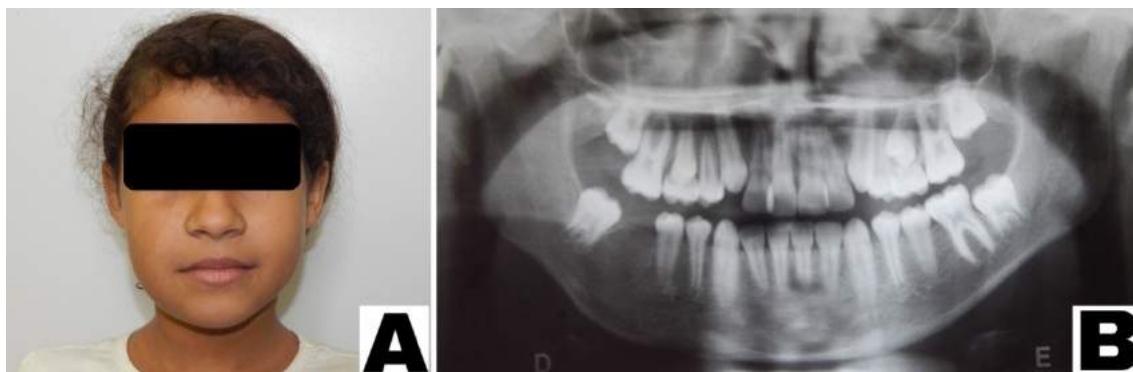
A) Aspecto pós-operatório de um ano após a remoção da causa e biópsia da lesão. B) Radiografia panorâmica apontando higidez óssea e remodelação na região que possuía a lesão.
